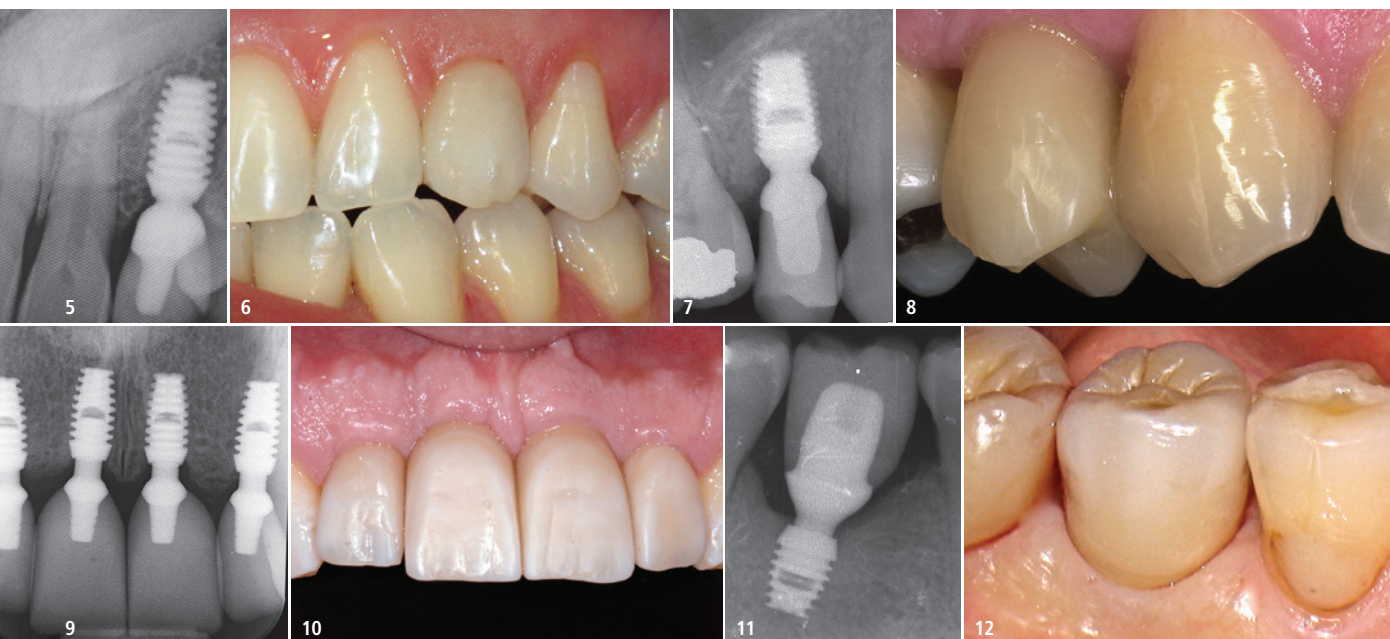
Die langfristige Röntgenkontrolle hilft dabei, die Knochen- und Weichgewebstabilität des Implantats zu erhalten.
